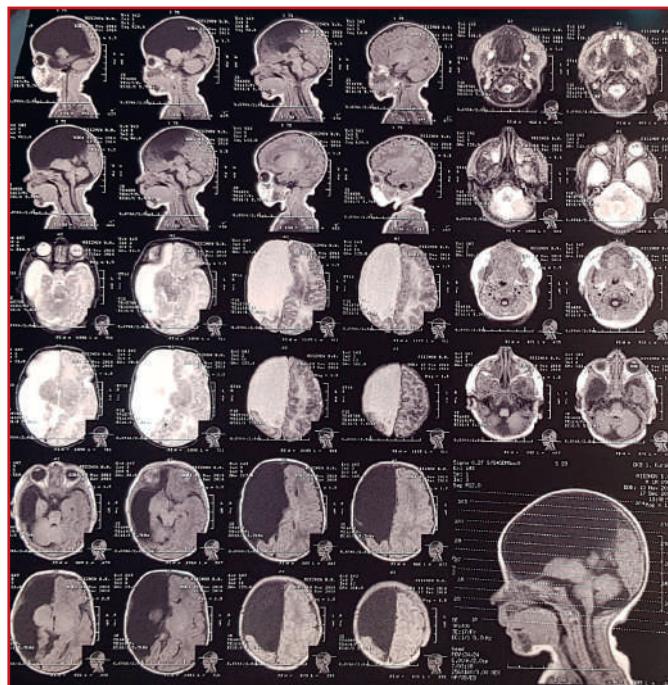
МРТ головного мозга. Семилобарная голопрозвенцефалия / MRI of the brain. Semilobar holoprosencephaly
